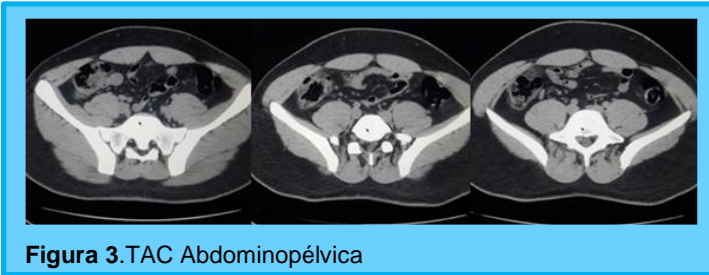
TAC Abdominopélvica
